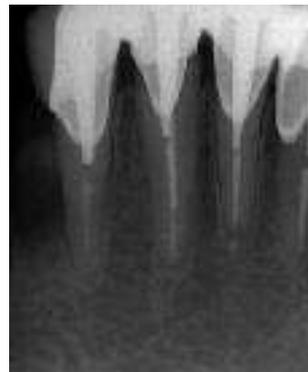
(a) : radiographie rétroalvéolaire d'une 43 présentant une symptomatologie récurrente rapportée par la patiente.
